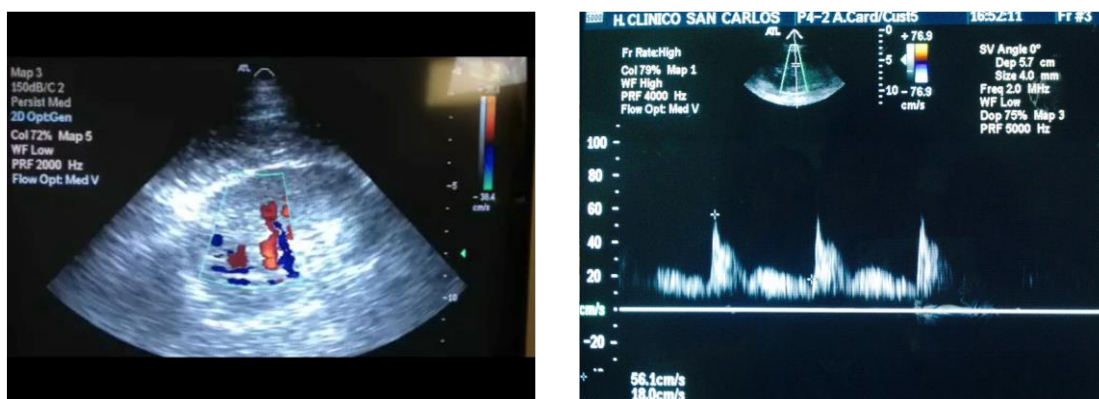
Doppler renal color (izquierda) y Doppler pulsado sobre arteria arcuata (derecha).
